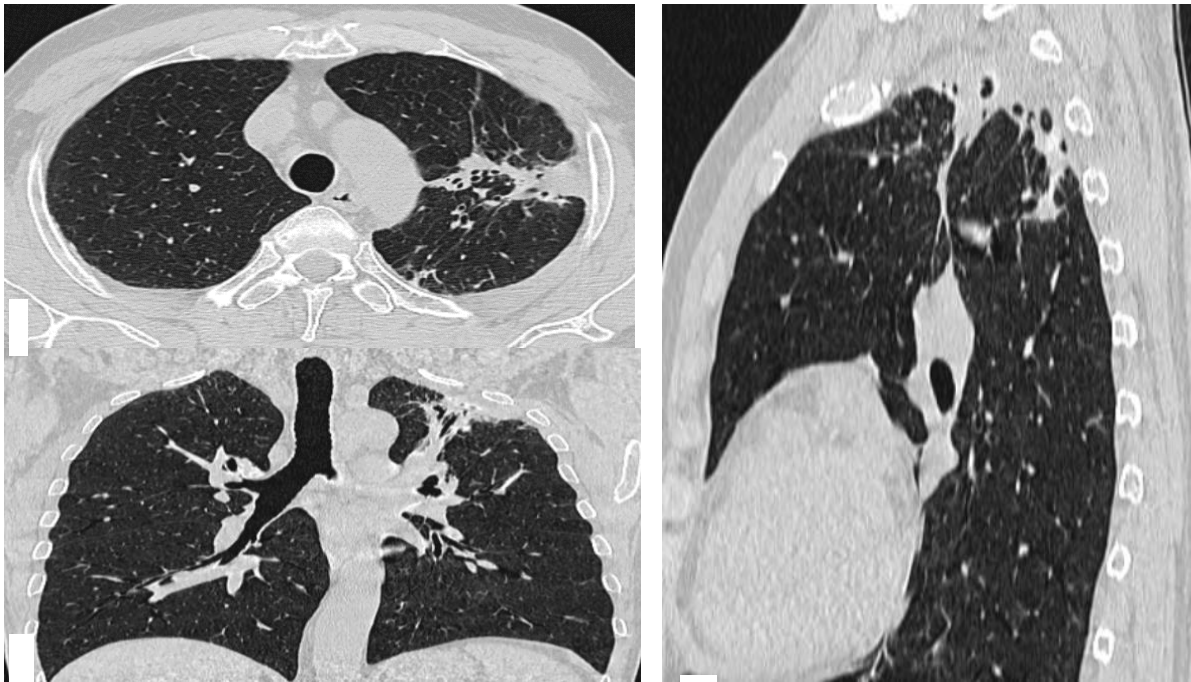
МСКТ органов грудной полости от 27.02.201. : легочный режим (а – аксиальная; б – сагиттальная; в – коронарная плоскость) – через 1.5 мес. после катетеризации абсцесса легкого
